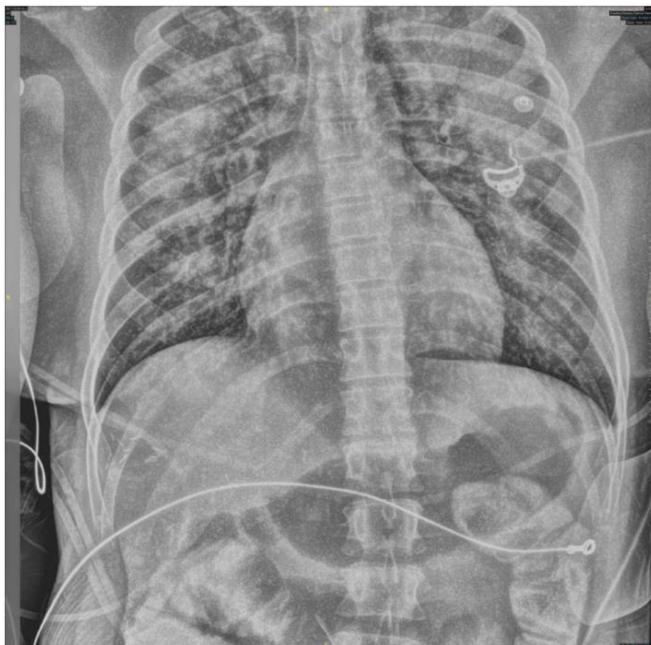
Chest X-ray suggestive of acute pulmonary oedem
